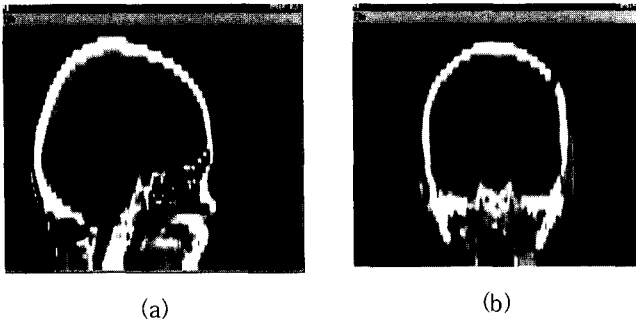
(a) Saggittal image and (b) Coronal image of DRR reconstructed from 24 CT axial images.
